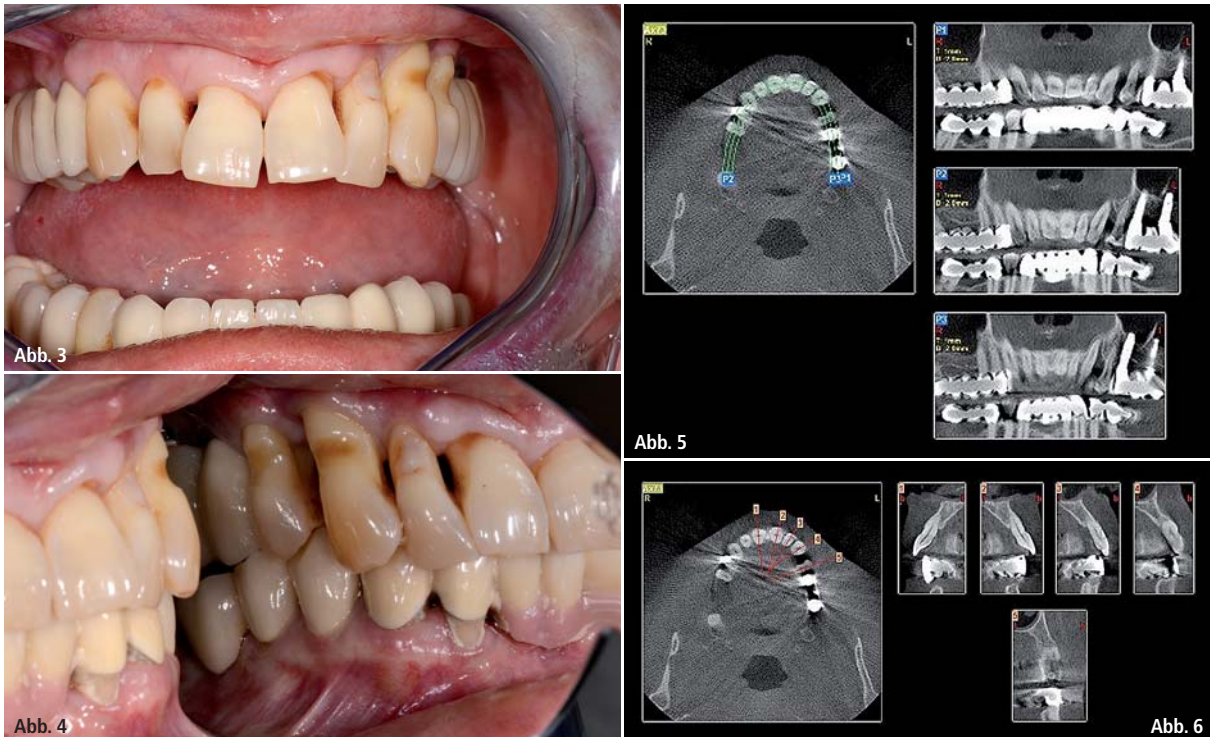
Ausgangssituation bei Therapieplanung: Die Zähne 11 bis 24 zeigten allesamt massive Rezessionen und Zahnhalsdefekte. – Abb. 5 und 6: Digitale Volumentomografie zur Therapieplanung.
